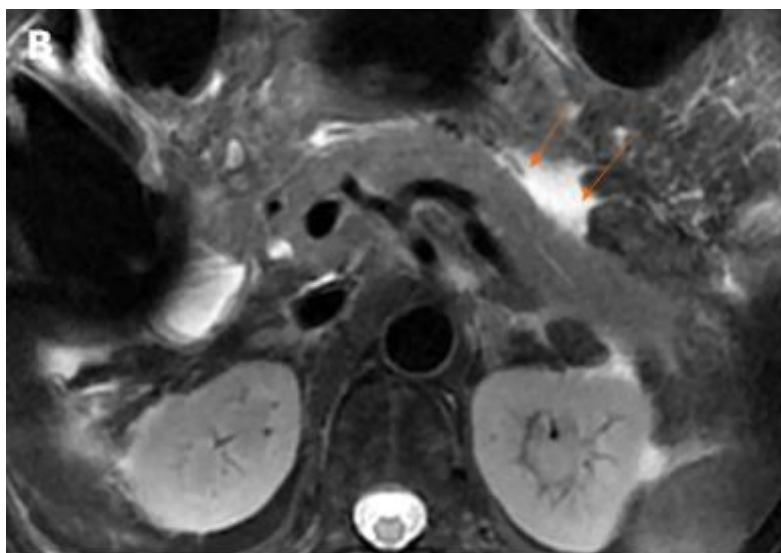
L'image IRM axiale T2 montre un épanchement liquidien homogène (flèches) autour du pancréas correspond à une collection liquidienne péri-pancréatique aiguë (CLAP) [21]
